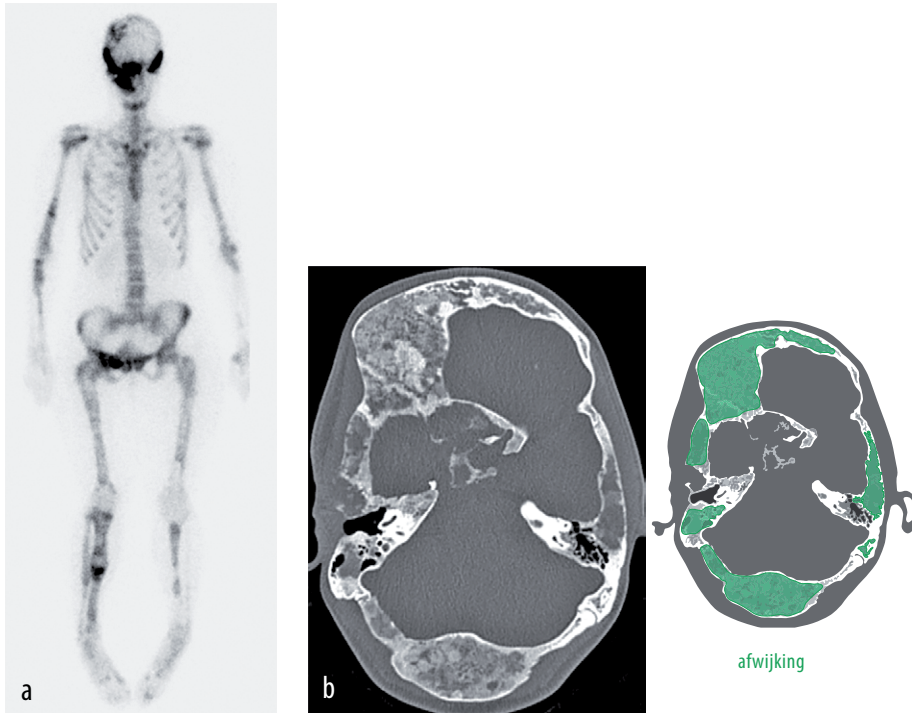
(a) Skeletscintigram van patient C met een verhoogde botactiviteit craniofaciaal, in alle extremiteiten, meerdere ribben, het bekken en in de wervelkolom. (b) Transversale CT-scan van de schedel met afwijkingen in vrijwel alle ossale structuren van het neurocranium.
